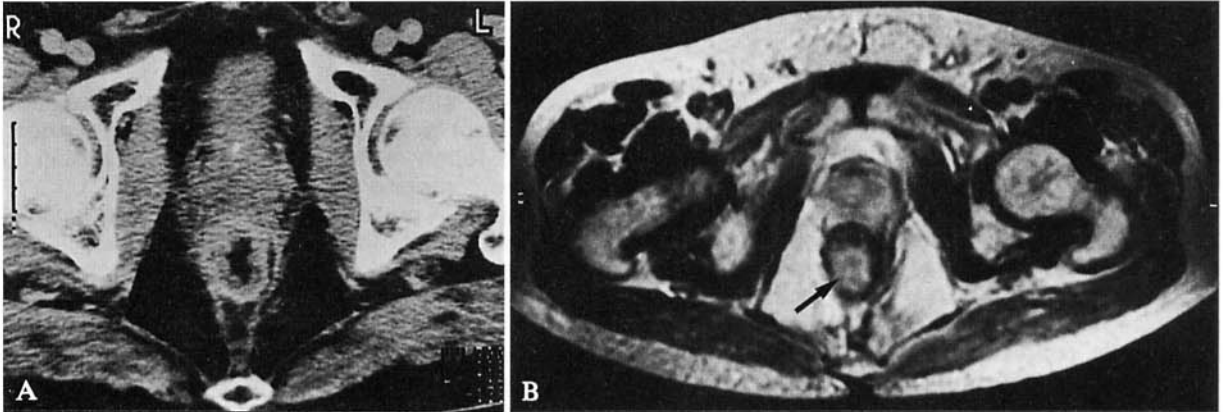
Recidiva perianastomotica intraparietale in operato di resezione anteriore. A) Scansione TC dopo mdc per via endovenosa. B) Scansione RM assiale spin echo (TR 1960/TE 50 ms). Ispessimento parietale asimmetrico, senza significativa impregnazione alla TC (A); netta evidenza del reperto sulla immagine RM (freccia in B). *Perianastomotic intraparietal recurrence in sphincter-saving resection. A) Enhanced CT scan. B) Axial SE MRI (TR 1960/TE 50 ms). Asymmetrical wall thickening with no marked enhancement after iodine administration (A). The lesion is clearly depicted on T2-weighted MR image (arrow in B).*
